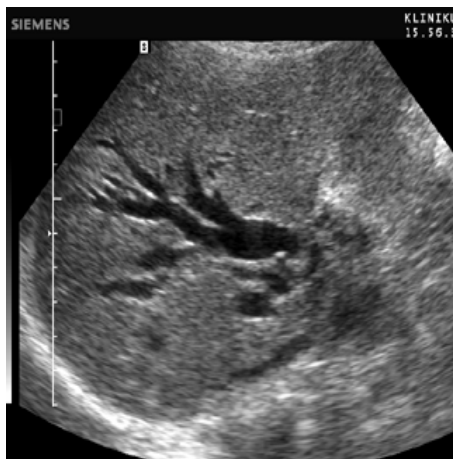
Sonographische Darstellung einer intrahepatischen Cholestase
